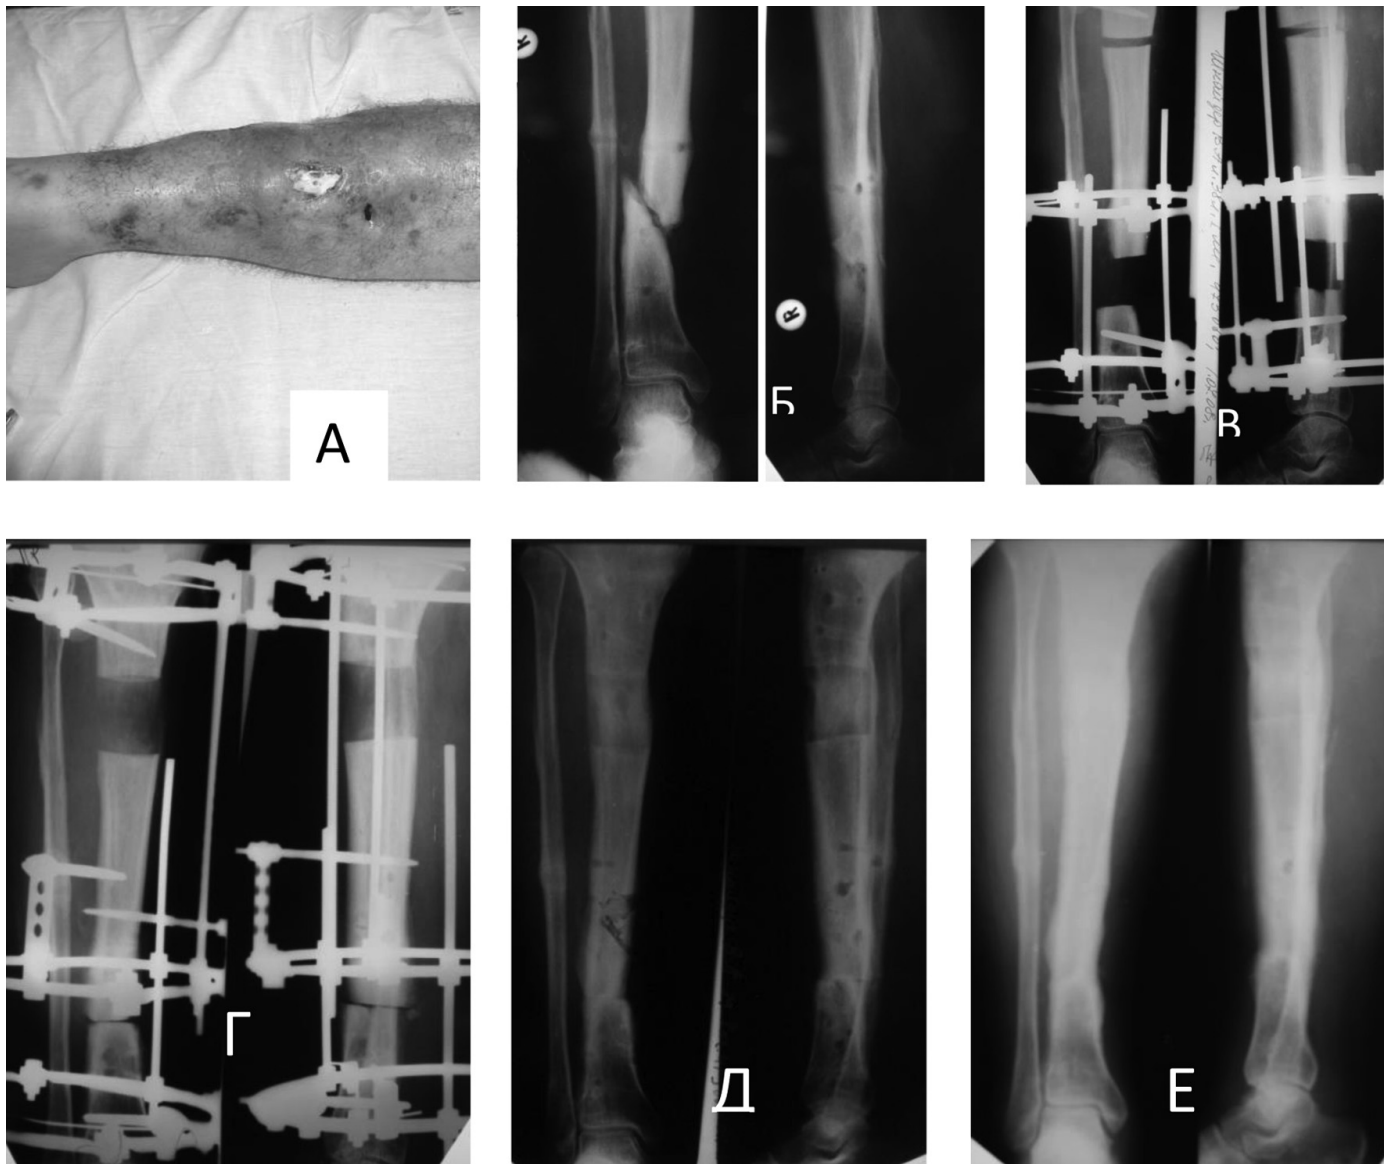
Відбитки з рентгенограм кісток та зовнішній вигляд гомілки хворого К., історія хвороби № 470910, в динаміці: А) після травми; Б) через 6 місяців після травми; В), Г) на момент надходження; Д) після операції; Е) після усунення вкорочення; Ж) через 4 роки після хірургічного лікування
